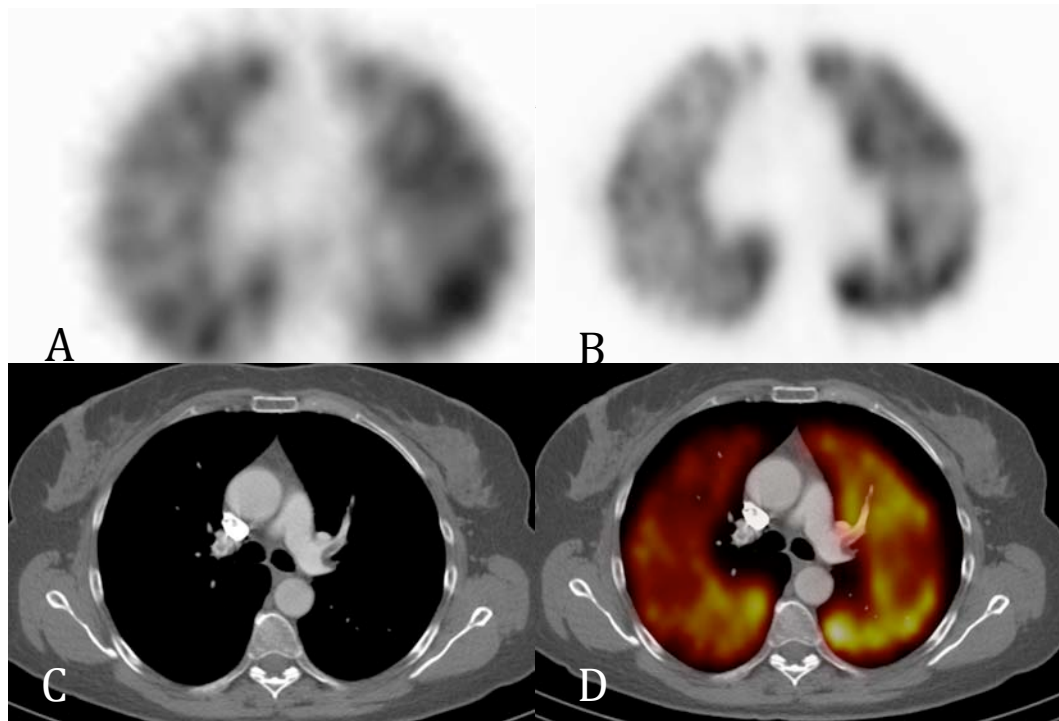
Fig.3A. Estudio SPECT de V de características normales. Fig.3B. El estudio SPECT de P no muestra defectos de perfusión segmentarios ni subsegmentarios discordantes con el estudio de ventilación. Fig.3C. Imagen representativa de la CTA que muestra un defecto de repleción intraluminal de características agudas en la arteria del lóbulo pulmonar superior izquierdo. Fig.3D. Imagen SPECT P/TC de perfusión. Las imágenes corresponden a una paciente mujer de 54 años de edad que fue hospitalizada debido a un dolor torácico atípico que fue tratado como miopericarditis. Después de una semana de tratamiento intrahospitalario la ecocardiografía mostraba signos persistentes de disfunción del Ventrículo derecho. Se le realizó una RM que sospechaba un TEP y se solicitó un estudio SPECT-TC de V/P pulmonar para confirmar las sospechas.
